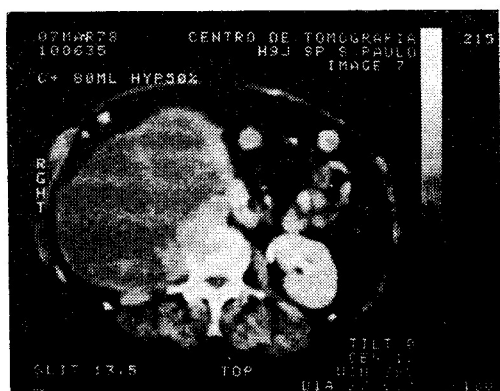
Tomografia, de paciente portadora de um tumor do colo do útero com aparecimento de massa abdominal que desloca o rim direito para cima e destrói o corpo vertebral adjacente. É importante notar que a veia cava inferior está englobada pela massa.
